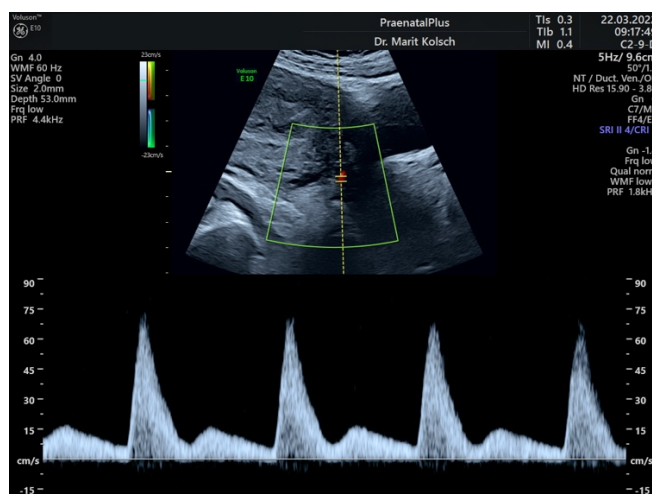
Ein pathologischer Befund der Dopplersonographie der A. uterina. Eine Inzisur „Notching“ ist sichtbar. Im Farbdoppler ist die rot-codierte A. uterina an der Unterkreuzungsstelle der A. ilica externa dargestellt.
